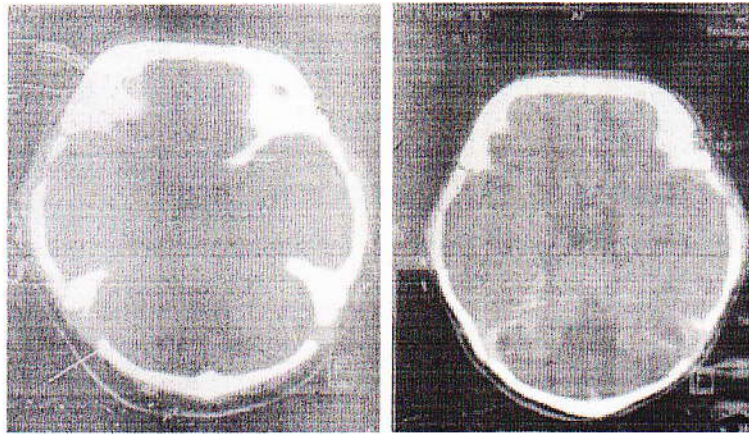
TAC de cráneo simple. Servicio de Imagenología, HCAM
